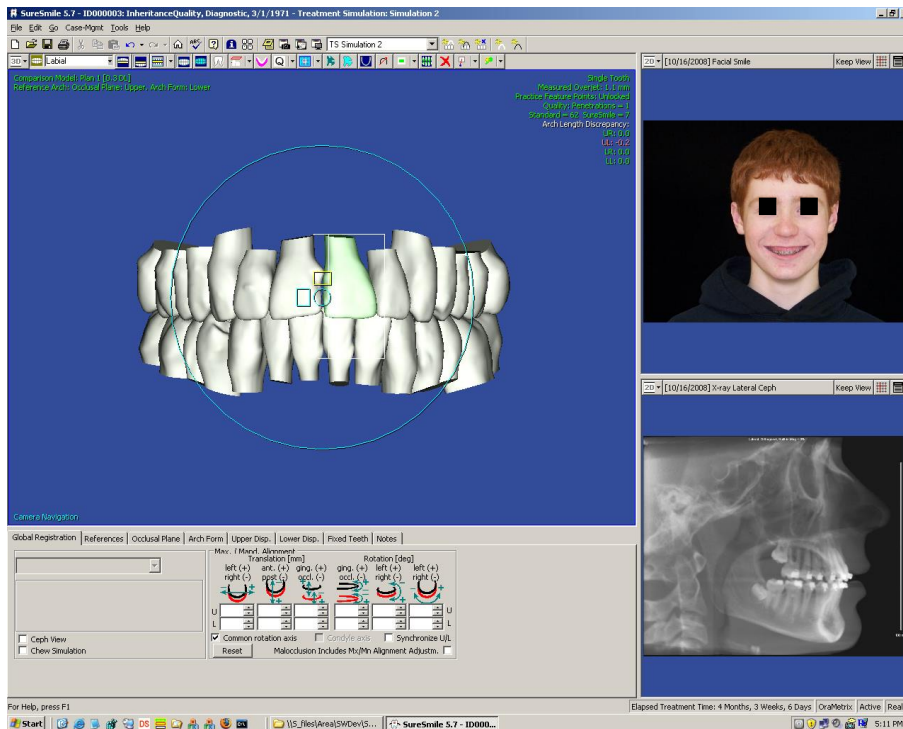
Aufgenommene Patientendaten im SureSmile®-Diagnostikbogen: Kieferscan mit dem OraScanner®, Patientenfoto und Ferrnröntgenseitenbild.
